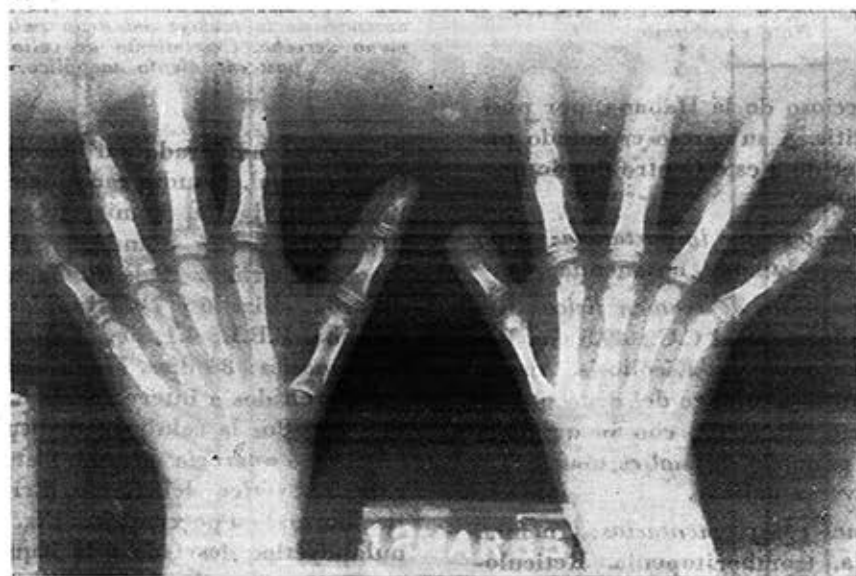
Radiografía de ambas manos. Hipoplasia de la segunda falange del dedo pequeño de ambas manos. Ausencia casi total de la falange distal del dedo grueso, mano derecha. Caso No. 2. N. H.
